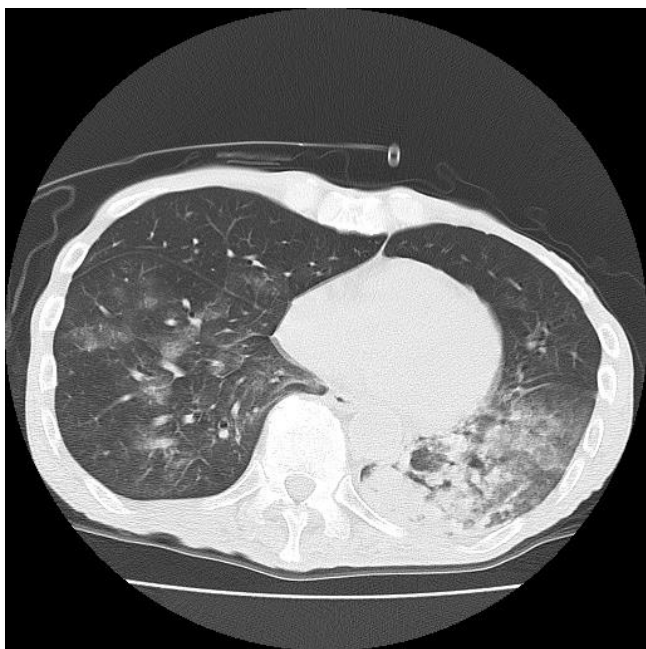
図) 胸部単純 CT 写真: 両肺野底部に浸潤影を認める。
